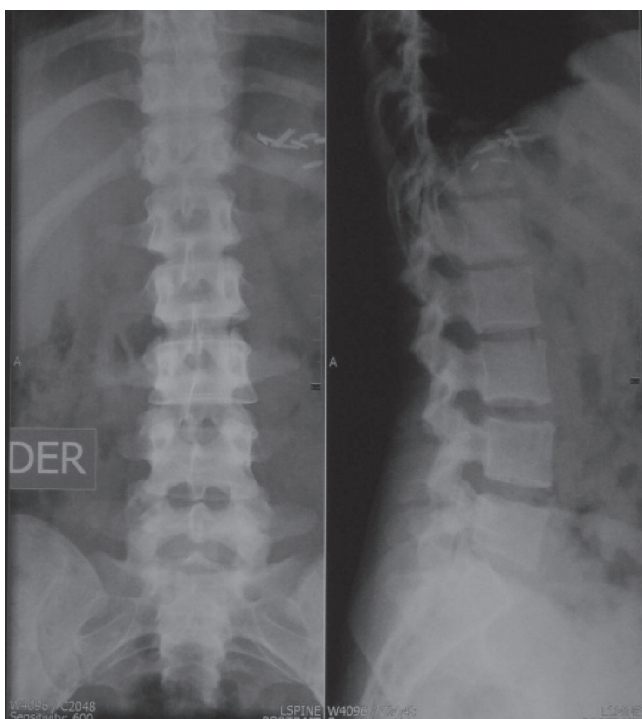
Radiografía de columna lumbar. Se aprecia displasia de los cuerpos vertebrales con aumento de la densidad ósea (vista AP) y en la región interapofisiaria (vista lateral).
